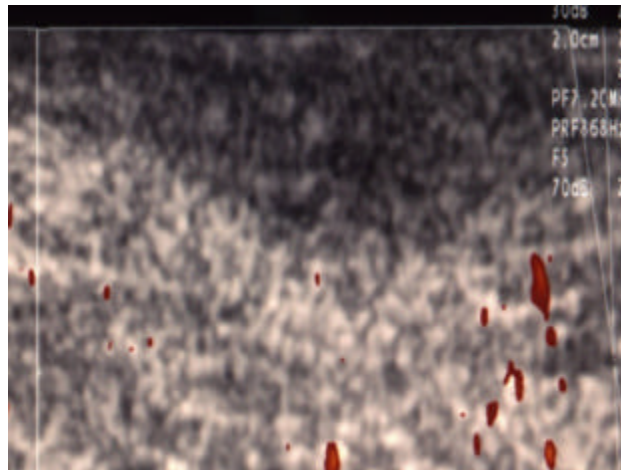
Native amplitudenkodierte (= Power-) Farbdopplersonographie.
